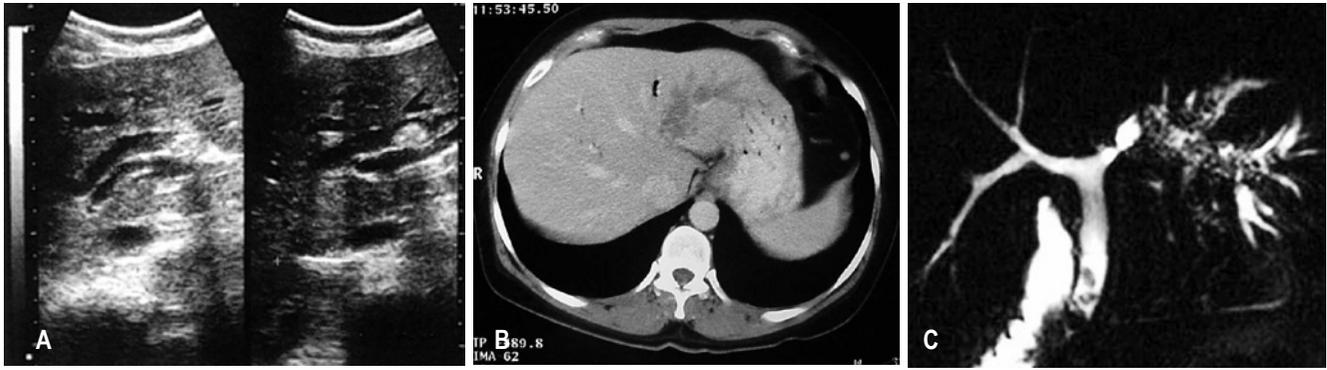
Diferentes métodos diagnósticos realizados en los pacientes. A. Ecografía con hepatolitis izquierda y dilatación de la vía biliar. B. Tomografía axial con hepatolitis y atrofia del lóbulo izquierdo. C. Resonancia magnética con hepatolitis y estenosis biliar izquierda.
